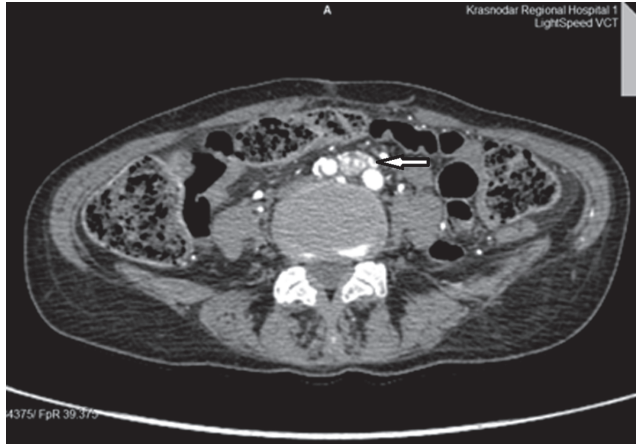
КТ-скан с изображением опухоли на уровне бифуркации аорты
